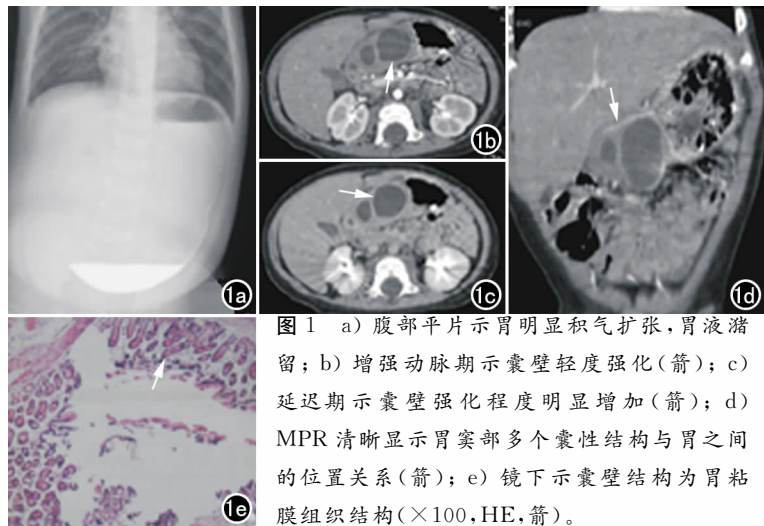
a) 腹部平片示胃明显积气扩张, 胃液潴留; b) 增强动脉期示囊壁轻度强化(箭); c) 延迟期示囊壁强化程度明显增加(箭); d) MPR 清晰显示胃窦部多个囊性结构与胃之间的位置关系(箭); e) 镜下示囊壁结构为胃粘膜组织结构(×100, HE, 箭)。
